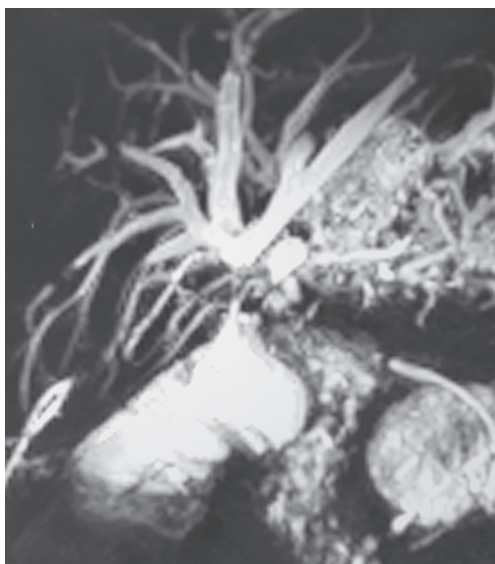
Stictura hepaticojejunoanastomozelor (colangiogramă prin RMN, caz propriu).
